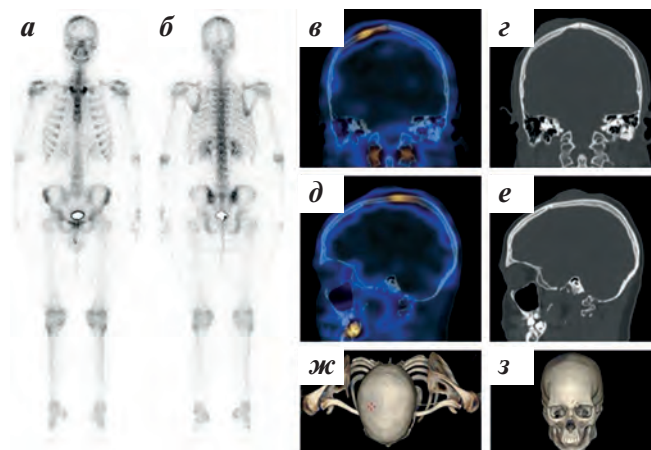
Собственные результаты сцинтиграфии скелета пациента Г., 16 лет, с диагнозом: «Неклассифицируемая карцинома волосистой части головы, метастатическое поражение ЛУ шеи с 2 сторон. Стадия T4N1M0. IIIв». Планарные остеосцинтиграммы в передней (а) и задней (б) проекциях. Фронтальные реконструкции ОФЭКТ/КТ (в) и КТ (г) головы. Сагиттальные реконструкции ОФЭКТ/КТ (д) и КТ (е) головы. Реконструкции 3D головы, вид сверху (ж) и спереди (з)
